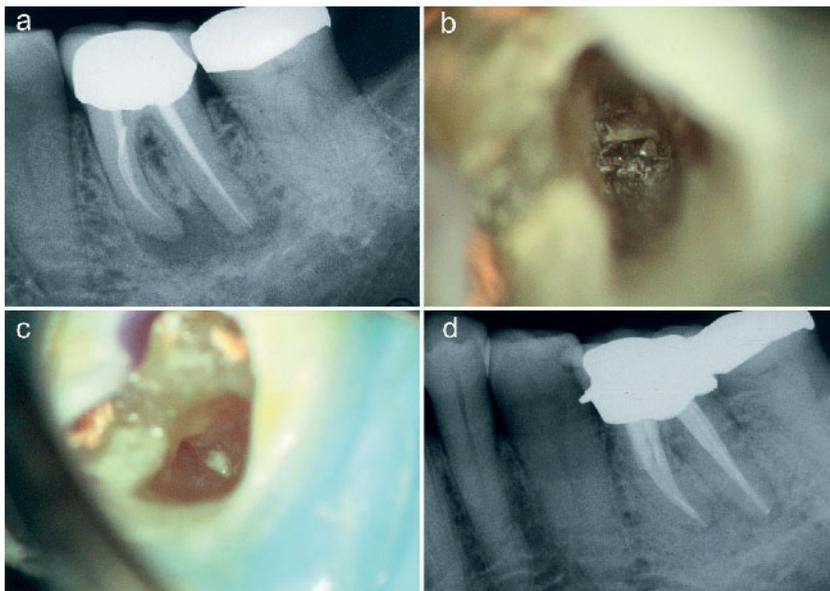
Fragment im mesio-bukkalen Kanal Zahn 36 mit periradikulären Veränderungen mesial und distal; b) mit Ultraschallspitzen freigelegtes Fragment eines Nickel-Titan Instrumentes; c) Wurzelkanal nach vollständiger Fragmententfernung und Aufbereitung; d) Röntgenkontrolle 12 Monate nach Sekundärbehandlung: apikale Läsionen befinden sich in Abheilung.
